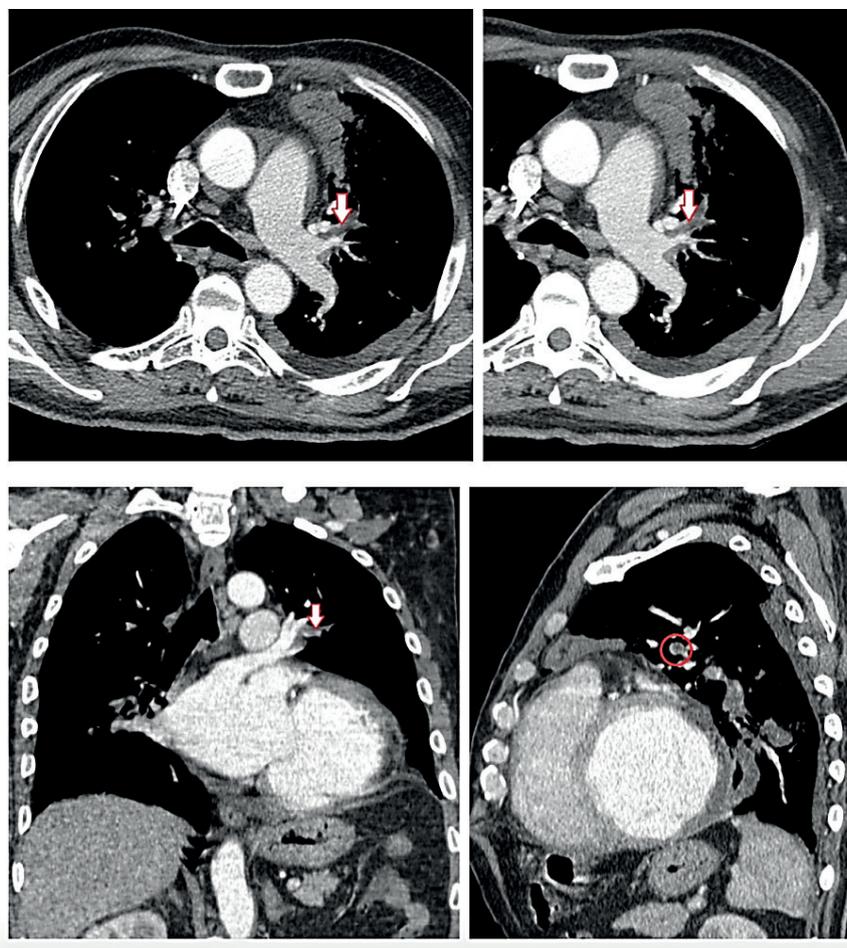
Мультиспиральная компьютерная томография легких с контрастированием пациентки И., 37 лет. Признаки двусторонней массивной ТЭЛА
